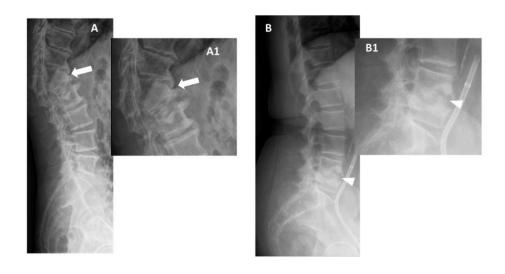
Radiografiile convenţionale în incidenţă laterală (Panoul A şi detaliul A1) ilustrează cazul unui pacient de 77 de ani cu antecedente de spondilodiscită piogenă la nivelul corpurilor vertebrale T12-L1, observându-se colaps parţial şi fuziune vertebrală (săgeţi). În mod similar, radiografiile convenţionale în incidenţă laterală (Panoul B şi mărirea B1) prezintă o pacientă de 64 de ani cu spondilodiscită la nivelul corpurilor vertebrale L4-L5, evidenţiindu-se eroziuni pronunţate ale platourilor vertebrale (capetele de săgeţi) [14].
